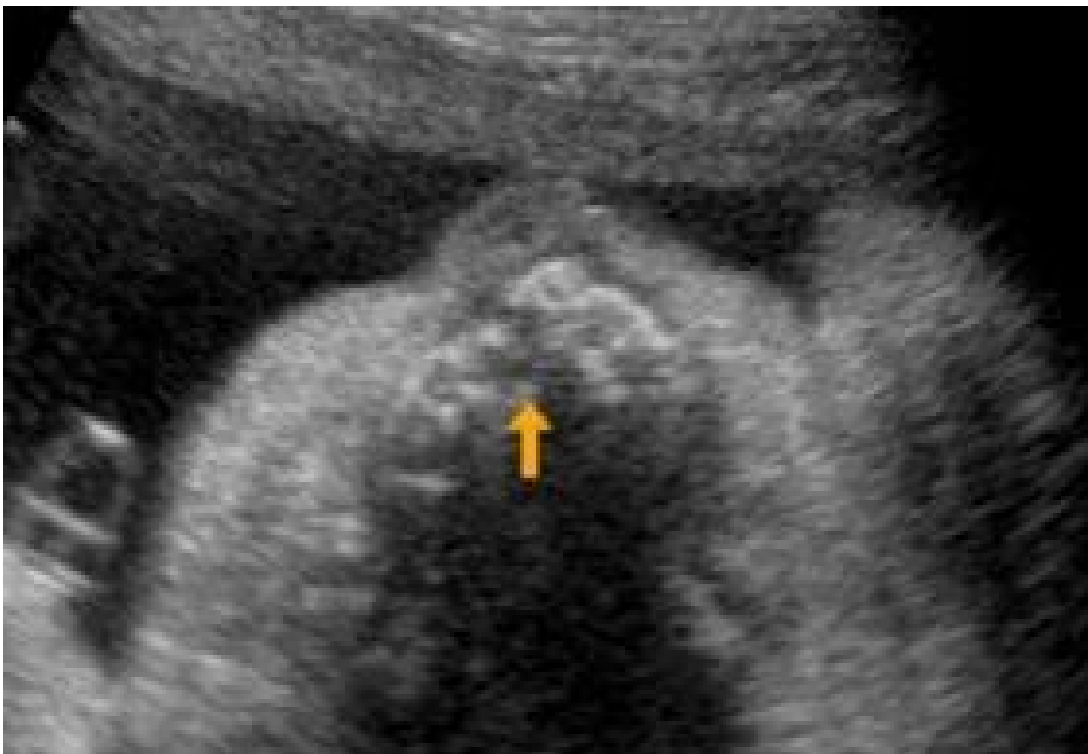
Aspect échographique de fente labio-palatine [58]
